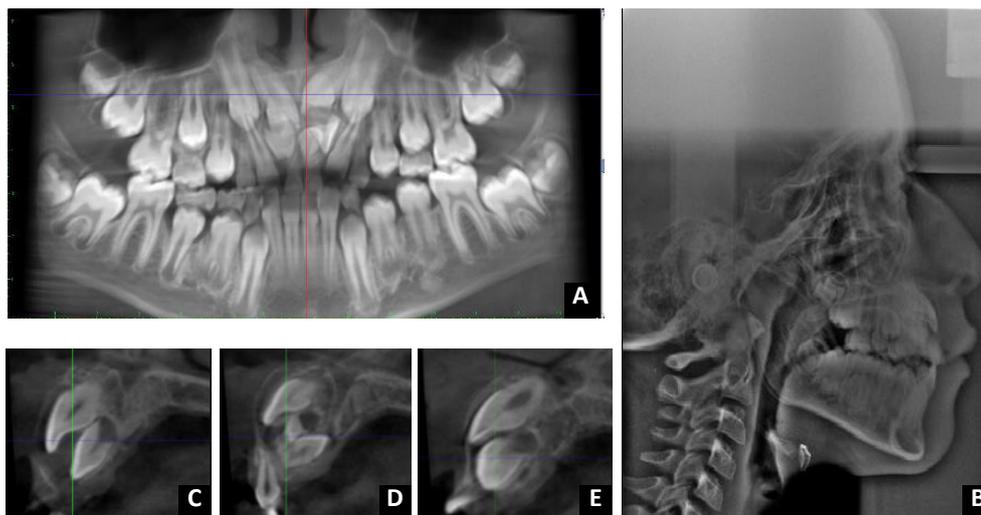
A. Radiografía Panorámica. B. Radiografía Cefálica lateral. C. TC corte sagital Diente Supernumerario del 1.1 palatino. D. TC corte sagital. Diente Supernumerario 1 del 2.1 palatino (Invertido). E. TC corte sagital. Diente Supernumerario 2 del 2.1 palatino.
